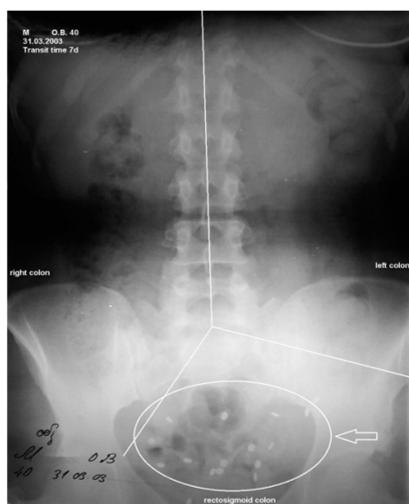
Время толстокишечного транзита (ВТКТ) по Metcalf А. М. Через 72 часа (рис. 1а) и 144 часа (рис. 1б) от начала приема маркеров. Стрелками обозначены скопления рентгенконтрастных маркеров в восходящем, поперечном, нисходящем отделах (рис. 1а) и в ректосигмоидном отделе толстой кишки (рис. 1б).
